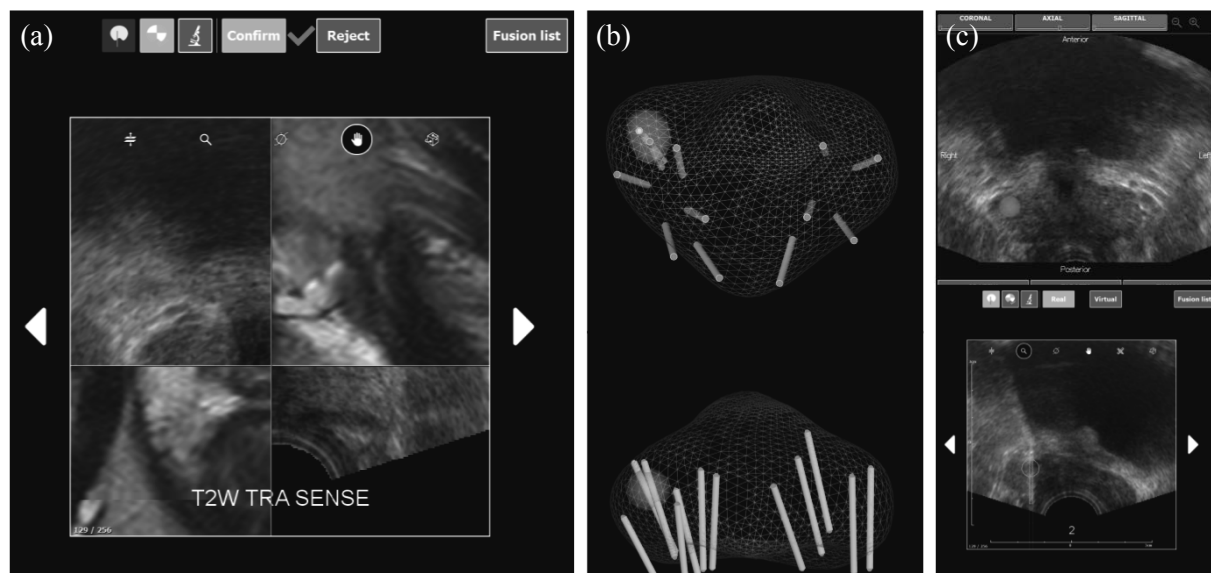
Fusion image of MRI and TRUS with targeted lesions and puncture information
